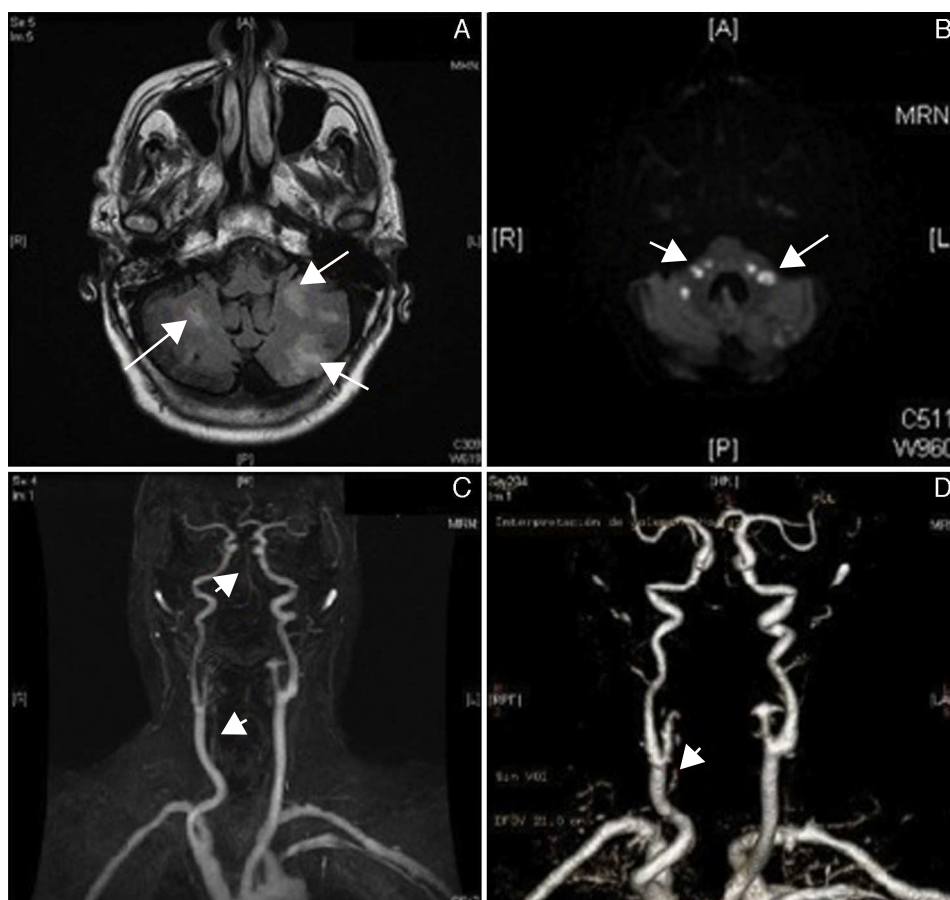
Estudio de resonancia magnética y angiorresonancia del polígono de Willis y de troncos supraaórticos. A) Múltiples lesiones parcheadas de isquemia aguda en territorio vertebrobasilar (tronco cerebral y distribución cerebelosa bilateral). B) Lesiones hiperintensas en T2/FLAIR de distribución bilateral en ambos hemisferios cerebelosos. C) Se demuestra la ausencia de flujo en todo el recorrido cervical de la arteria vertebral izquierda. La arteria vertebral derecha solo muestra flujo visible en el primer segmento cervical, con ausencia de flujo valorable en su mitad distal que se interpreta como obstrucción o bien estenosis crítica en ese punto. Se identifica flujo tenue en la porción intracraneal de ambas arterias vertebrales y arteria basilar, posiblemente retrógrado. D) Reconstrucción tridimensional donde se objetiva escaso flujo proximal en la arteria vertebral derecha y ausencia total en la izquierda.
